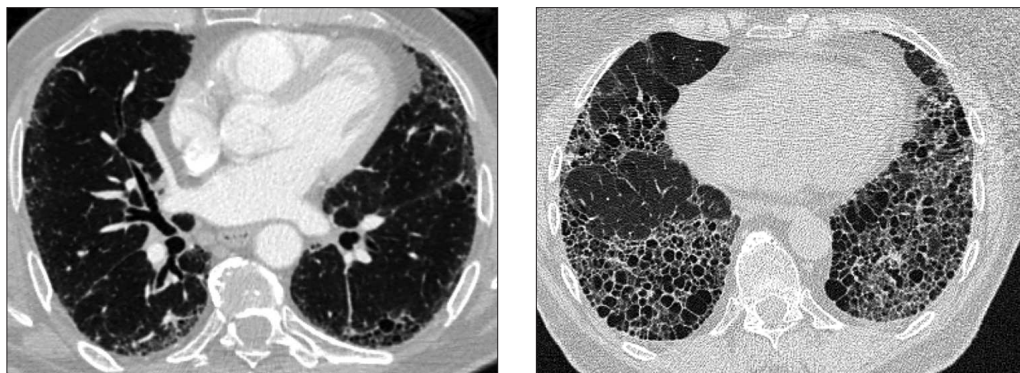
Aspect HRCT de FPI: distribuție bazală și subpleurală, aspect de fagure de miere și bronșiectazii de tracțiune, fără zone de sticlă mată
